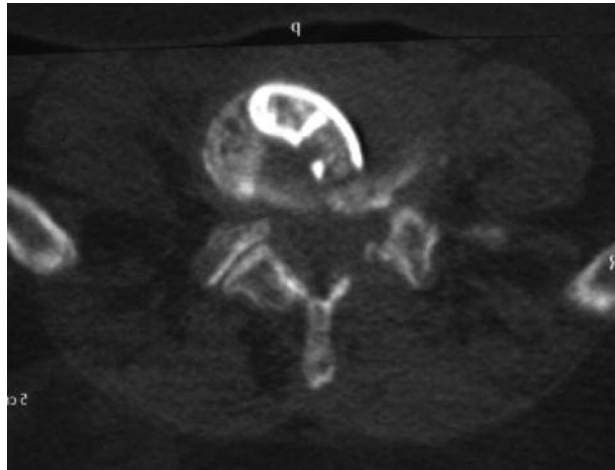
Final positions of the cage within the intervertebral disc space is showed by axial CT.
